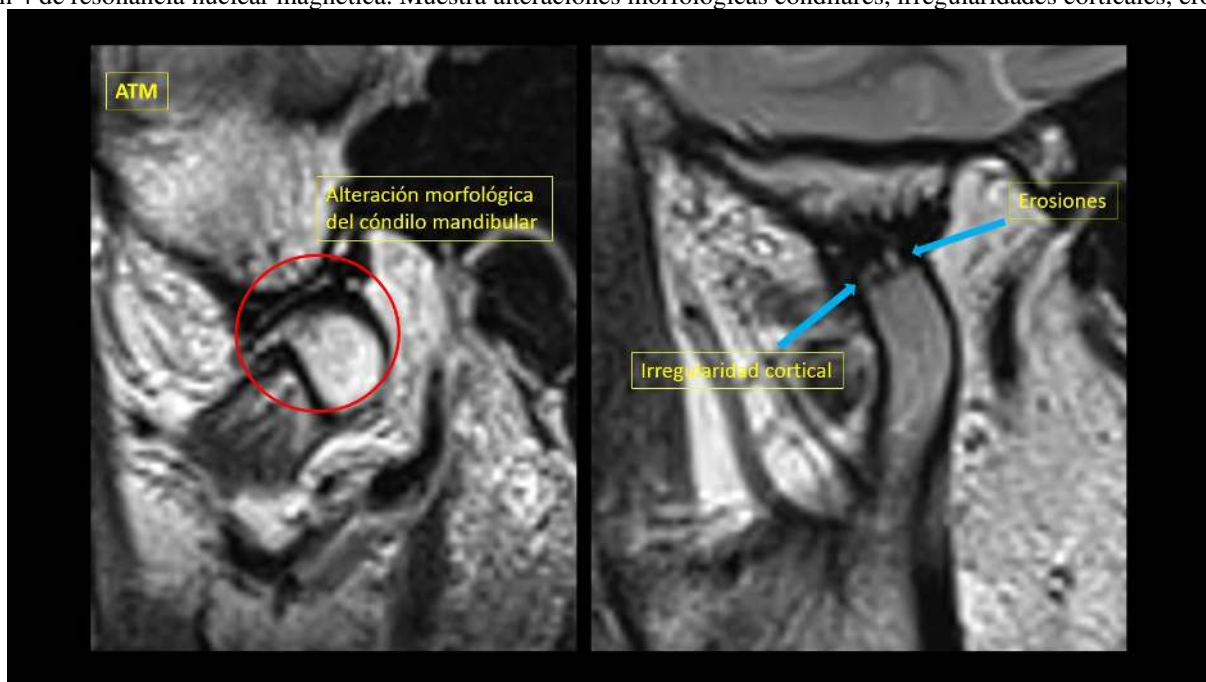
de resonancia nuclear magnética. Muestra alteraciones morfológicas condilares, irregularidades corticales, erosiones.
